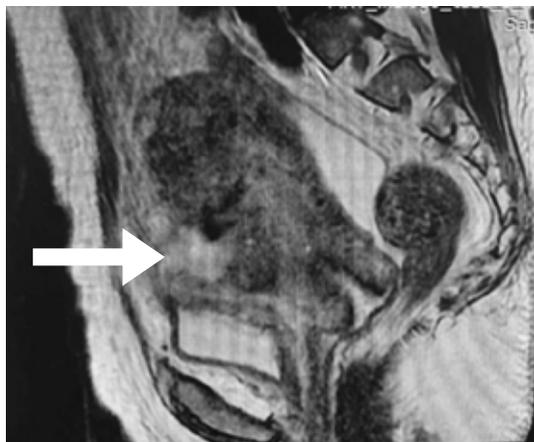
Магнитно-резонансная томограмма органов малого таза пациентки К., 39 лет. Стрелкой обозначен послеоперационный рубец. В статье фото авторов
